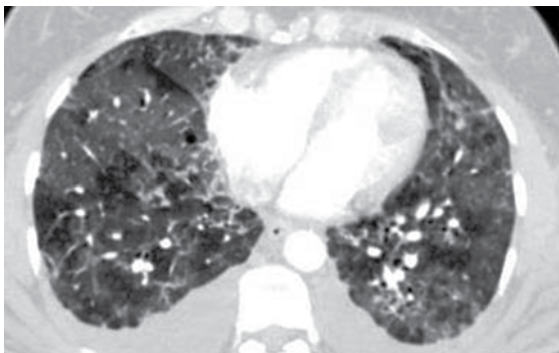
Tomografia de tórax alta resolução, corte 1: infiltrado em vidro fosco e espessamento septal com predomínio nos terços superiores, além de achado atípico de derrame pleural bilateral.
